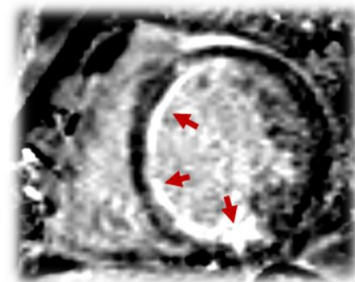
Utilidad de la resonancia magnética cardíaca en pacientes con síndrome coronario crónico. Fuente: elaboración propia.
